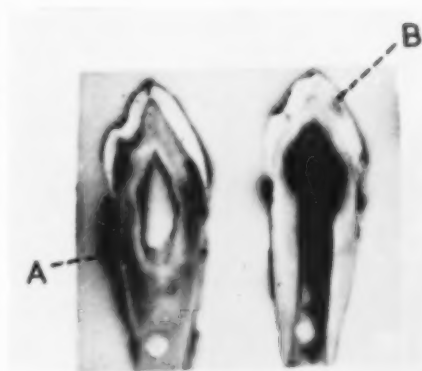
Serial autoradiographs of an attrited incisor of a man, aged 20, of which the crown had been immersed for 4 weeks in C^{14} labelled glucose solution. $\times 2$.
